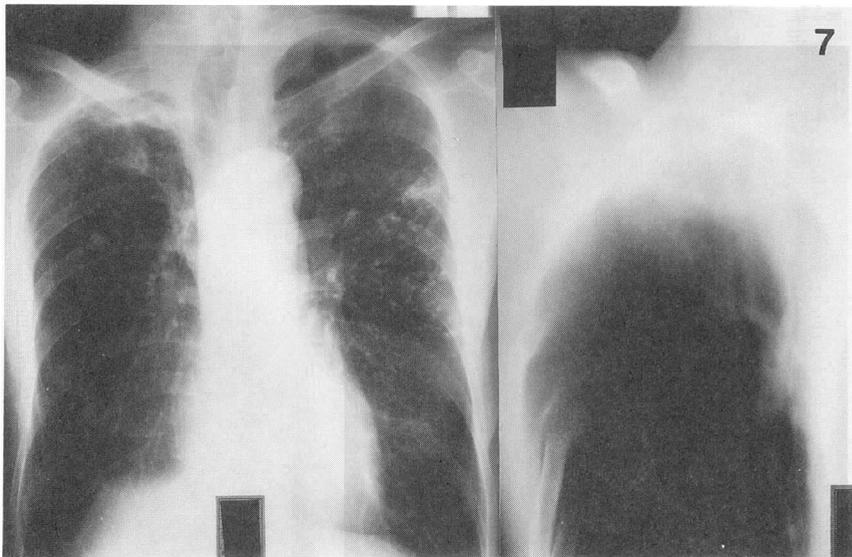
Chest Roentgenogram (left) and Tomogram (right) on admission (September 28, 1987).
